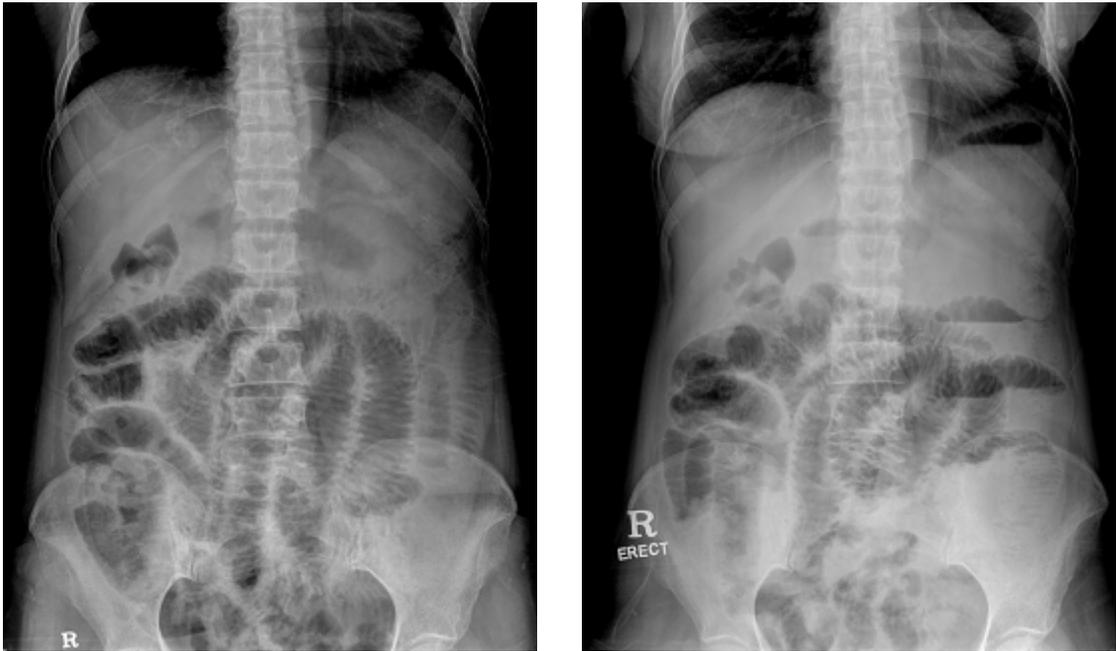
Plain abdominal radiography shows marked gas-distension and wall thickening of small intestine.
